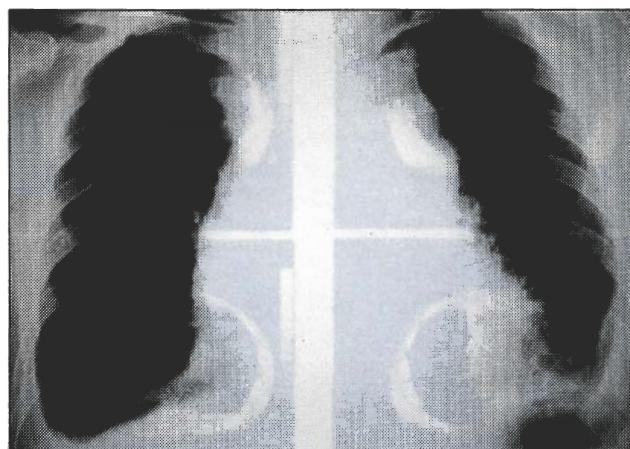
Telerradiografia do tórax em póstero-anterior, revelando alargamento do mediastino
